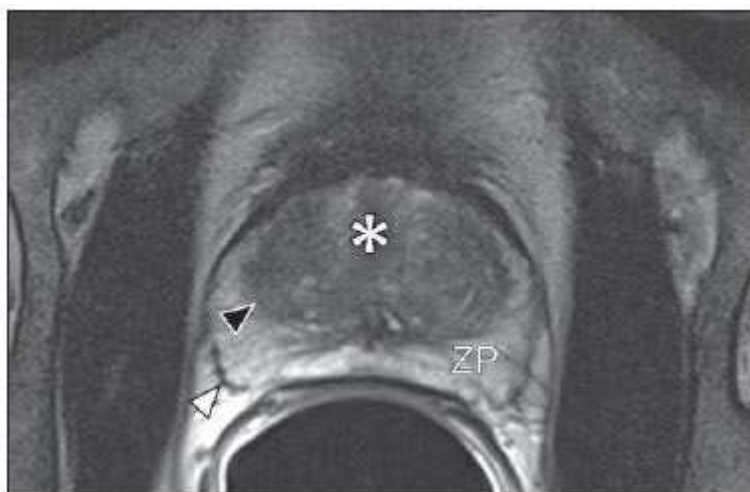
RM da próstata normal. T2WI no plano axial mostra a cápsula prostática (seta branca), a zona periférica (ZP), a cápsula cirúrgica (seta preta) e a glândula interna (asterisco). Adaptada de Bittencourt LK et al.,2014
